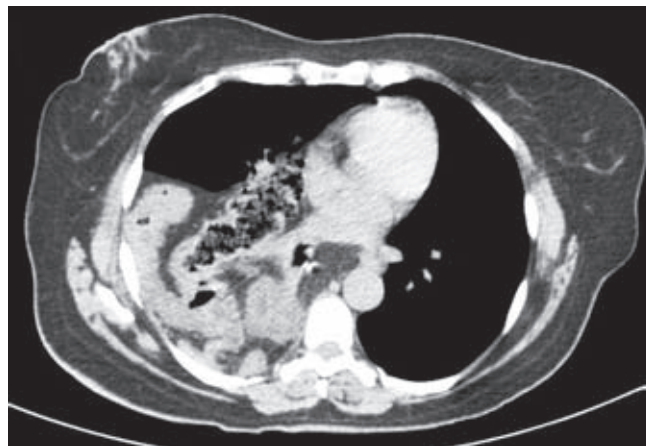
Tomografía computada toracoabdominal donde se muestra la herniación del intestino delgado y del colon en el hemidiafragma derecho.
